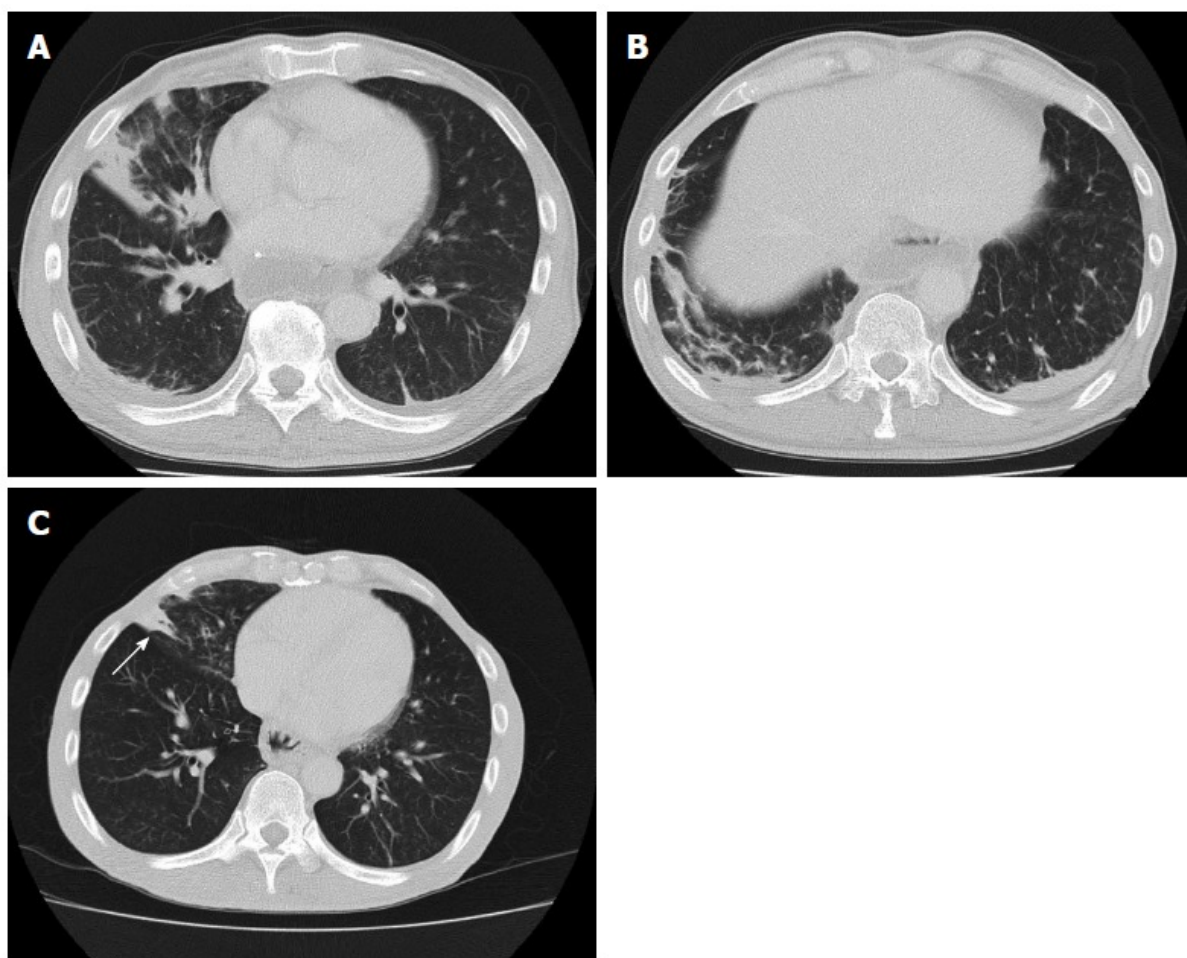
Tomografía computada de tórax posterior a esofagectomía, con consolidación pulmonar en lóbulo medio y lóbulo inferior derechos. Tomado de Kitajima et al. [22].
